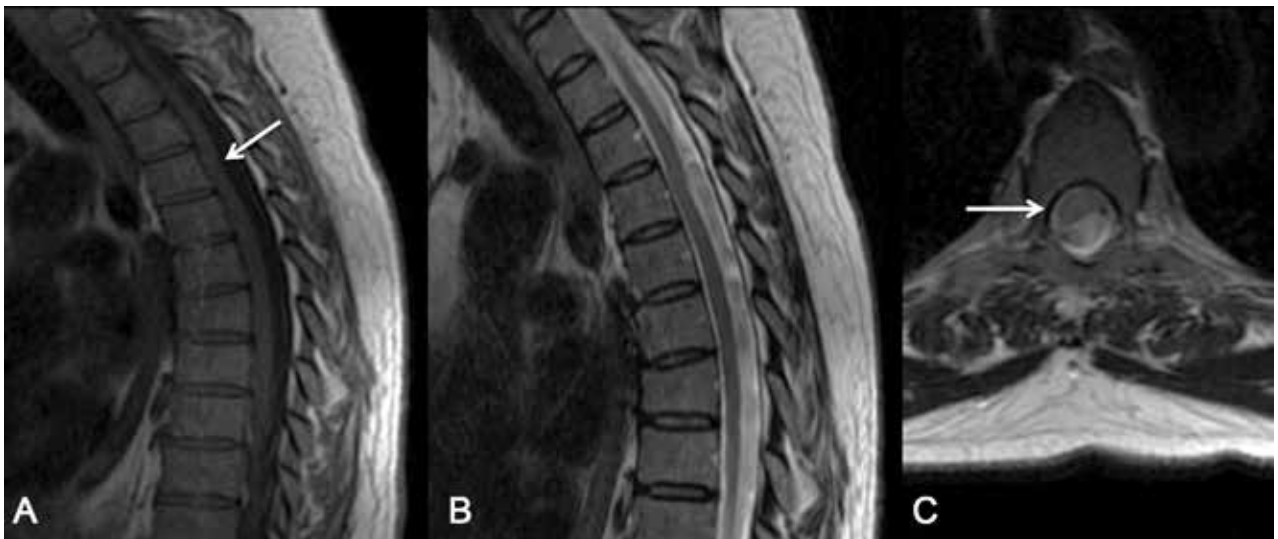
Resonancia magnética en secuencias sagitales con información T1 (A) y T2 (B) en imagen axial con información T2 (C): Hay desplazamiento anterior y derecho de la médula espinal a la altura de T4, sin adelgazamiento significativo del espesor de la misma, con una pequeña zona de alta señal en secuencia de información T2 que indica incipiente mieloplastia. Este hallazgo indica la existencia de una hernia medular transdural.
